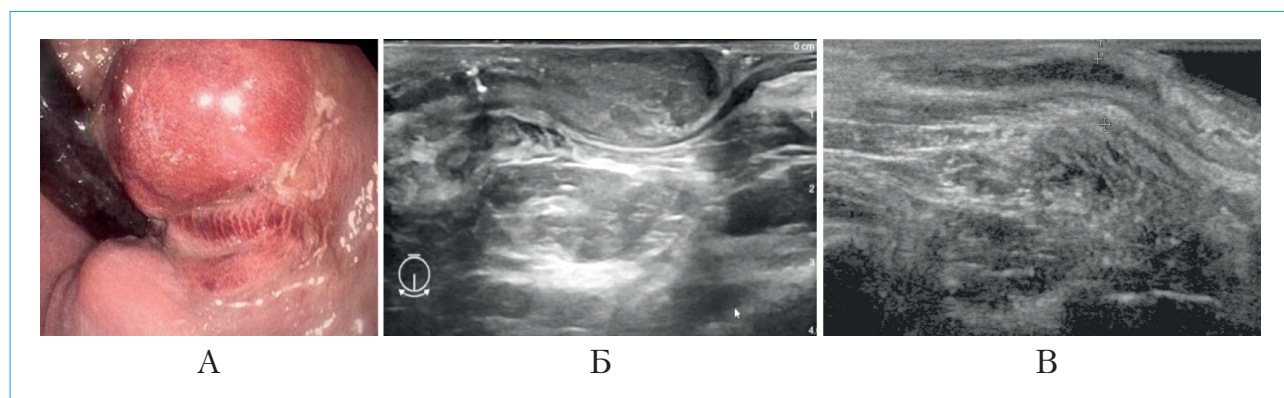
«Ложная» подслизистая гематома: А — интраоперационная картина (процесс взрывного пузырькового кипения тканей как результат лазерного излучения); Б — интраоперационное УЗИ; В — УЗИ на 1-е сутки после вмешательства, гематома не определяется
